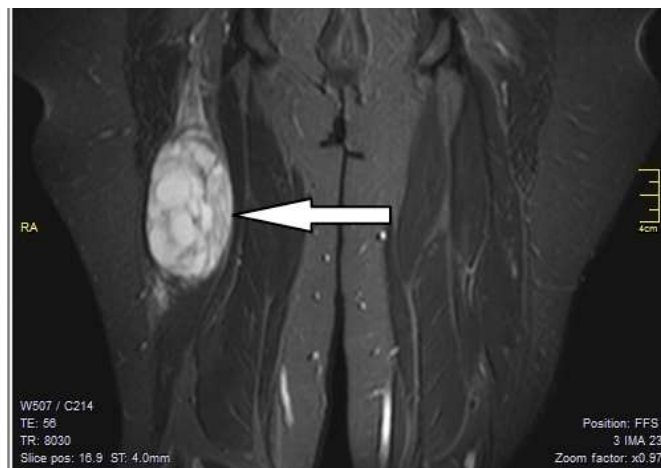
МРТ нижних конечностей. Рецидив злокачественной опухоли оболочки периферического нерва седалищного нерва. Больная Д., 40 лет, ИБ№ 2387-2009
